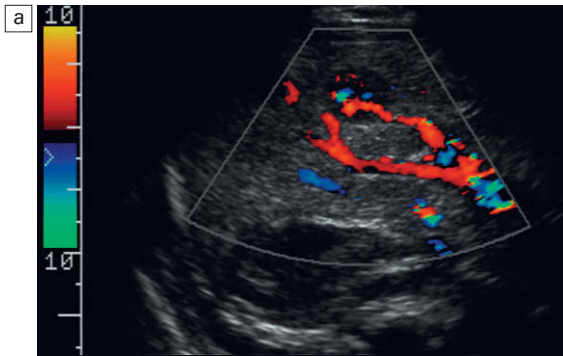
a) Imagen oblicua de Doppler color del lóbulo hepático derecho. Se identifica una gran arteria nutriente cuyo flujo se introduce en una malformación vascular compleja. b) Desde esta lesión se puede ver flujo que drena en una gran vena hepática. Se confirmó un hemangioendoteloma infantil en la autopsia.
